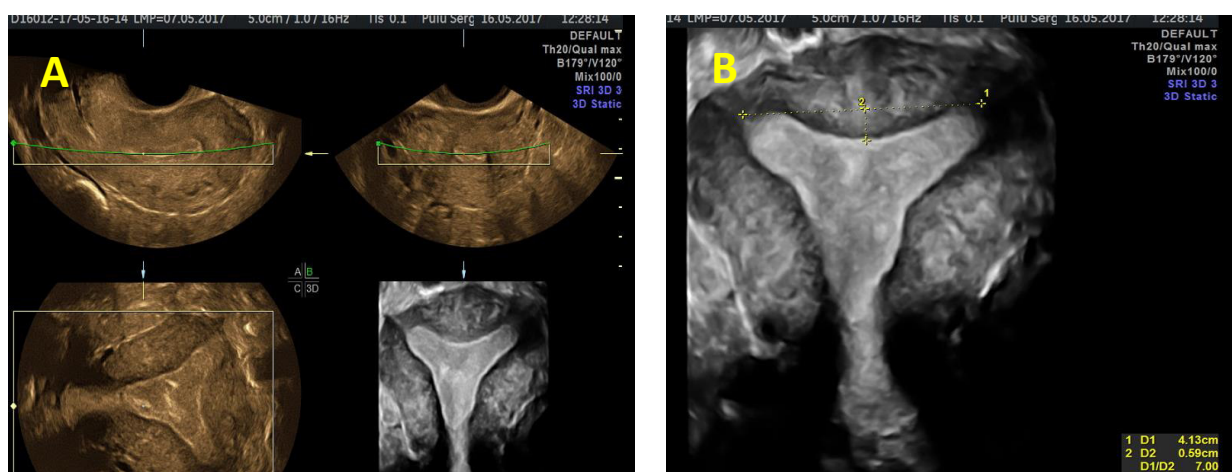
USG 3D. Uter arcuat (ESHRE/ESGE clasa U1c), unghiul intercornual 130° (A). Indentarea fundului uterin pe linia mediană - 0.59 cm, conturul extern uterin ușor convex (B)
